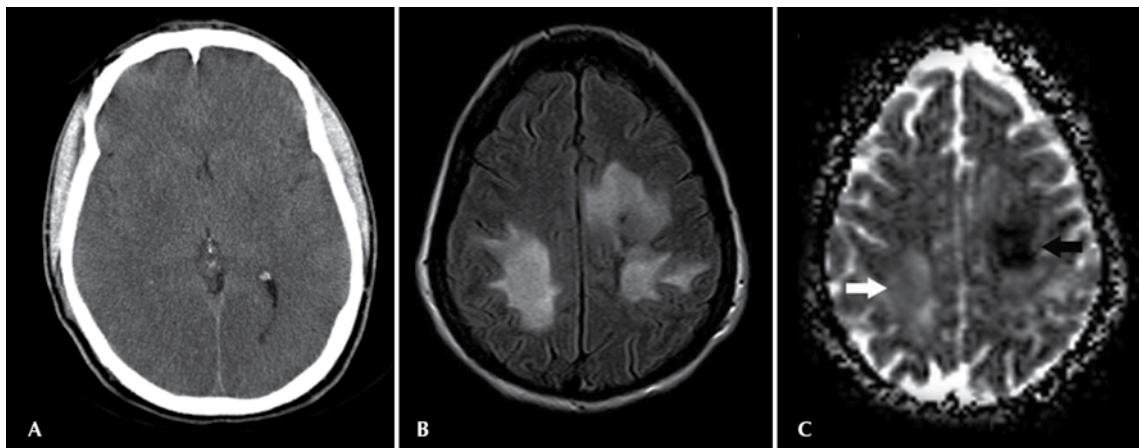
A. Tomografía axial computada de cráneo simple con diagnóstico de edema cerebral global donde se observa el borramiento de las cisternas subaracnoideas, compresión de los surcos y giros cerebrales y el sistema ventricular derecho. B. Resonancia magnética de cráneo en secuencia *flair* donde se observan tres zonas de hiperintensidad en el lóbulo parietal y frontal izquierdo, y parietal derecho sugerente de edema cerebral focal. C. Resonancia magnética de cráneo en secuencia de difusión donde se observa hiperintensidad (flecha blanca) que sugiere un edema vasogénico; la hipointensidad (flecha negra) demuestra edema citotóxico.
